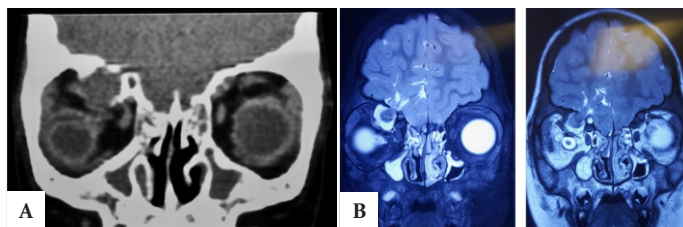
A: Tomografía Axial Computada, corte coronal. Se aprecia importante lisis del tejido óseo perilesional, además de desplazamiento interno del globo ocular. B: Resonancia magnética, corte coronal. Se observa herniación de tejido encefálico a órbita derecha.
